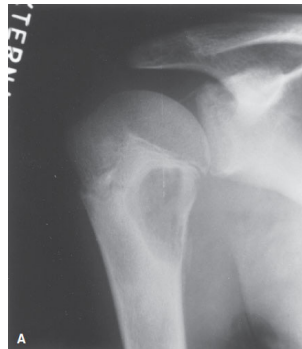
Osteomyelitis. A: A lytic lesion is present in the proximal humerus, which has some associated periostitis laterally. B: A CT scan through this area reveals a lytic lesion that contains a calcific density within (arrow), which is a bony sequestrum. This is an area of osteomyelitis with a bony sequestration.
